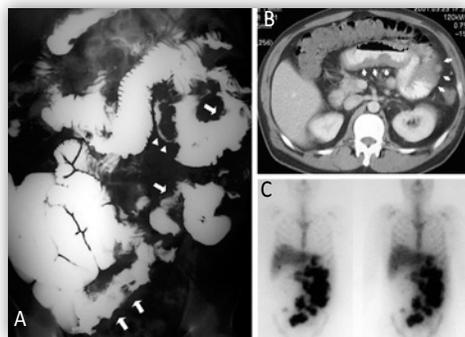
Linfoma del intestino delgado. A) Tránsito intestinal en el que se observan asas irregulares de intestino delgado con mucosa espiculada (flechas) y zonas de estenosis (puntas de flecha) junto con dilatación preestenótica. B) TC abdominal en el que se observa un asa de yeyuno con pared engrosada (puntas de flecha). C) Gammagrafía con galio con captación a nivel hepático y asas de intestino delgado.
